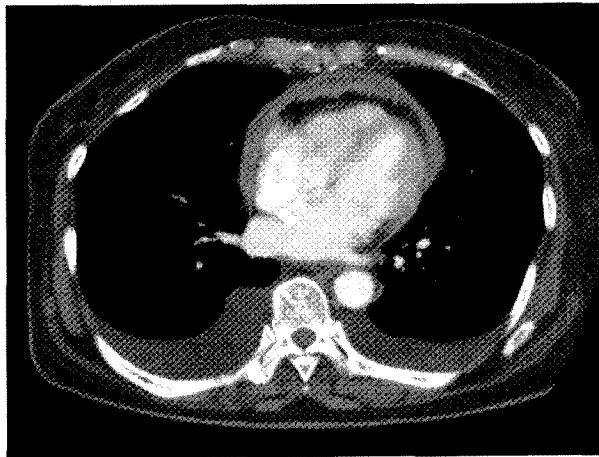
Preoperative chest CT shows diffuse thickened whole pericardium with pericardial effusion.
